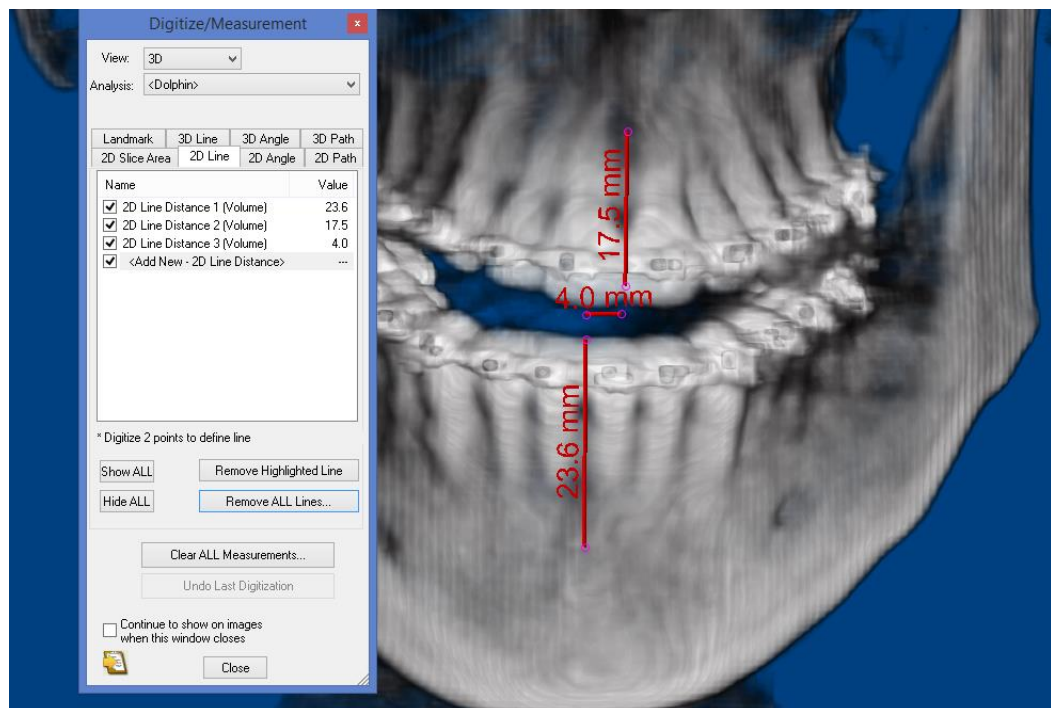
3D reconstruction of CBCT from a patient with UCH using a 2D measure tool to evaluate deviation of median line of lower arch.
